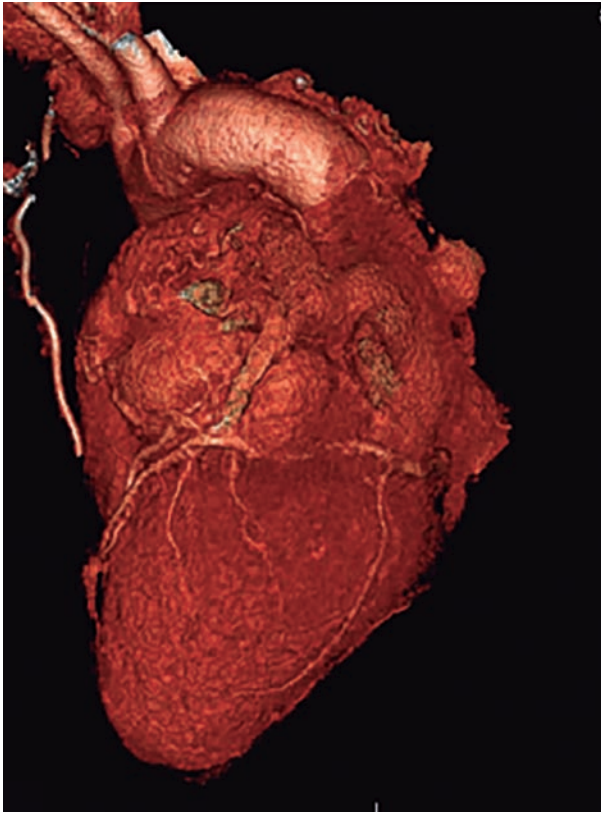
Reconstrucción tomografía computarizada multicorte: masa cardíaca esferoide, por su borde superior transcurre la coronaria izquierda y sus ramas en íntimo contacto con la masa. Aparenta originarse en la zona de la orejuela izquierda.
